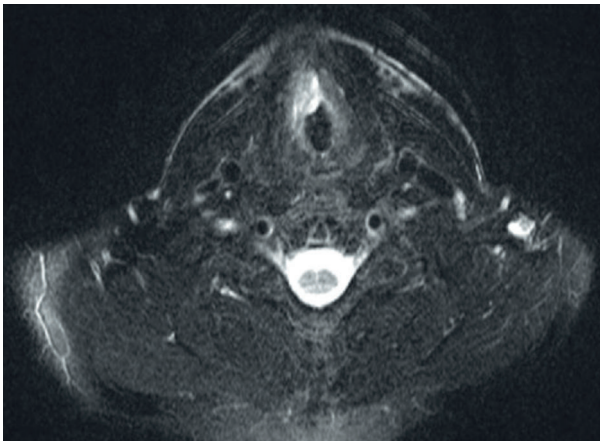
RM Laringe (T2): Formação polipóide da corda vocal direita (12x4,4cm), sem extensão às estruturas infra ou supraglóticas e sem invasão da cartilagem tíróide.
